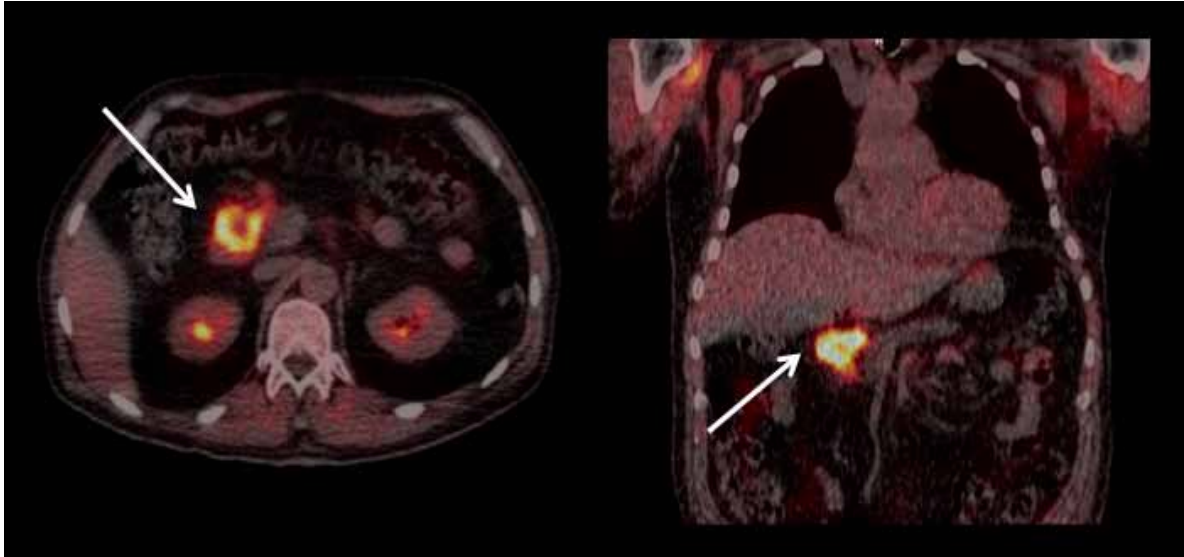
PET/TC (cortes axial y coronal centrados en abdomen):
